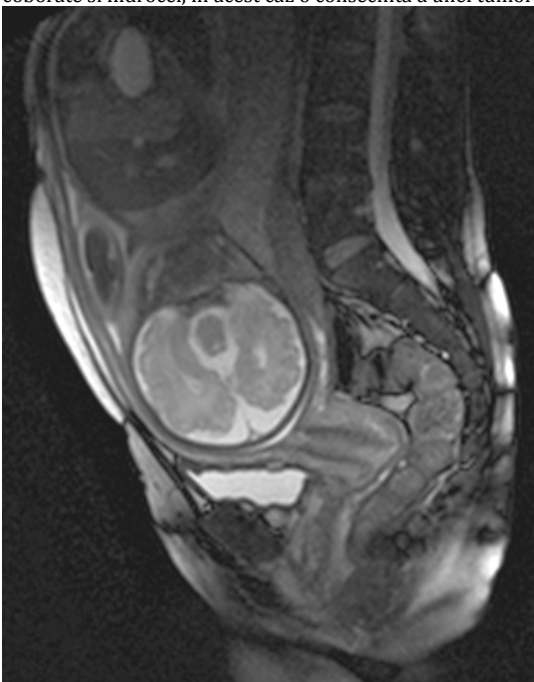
Imagine RMN T2-in ponderatiesagittal prin abdomenul matern, care prezinta col uterin normal la 33 saptamani varsta gestationala
